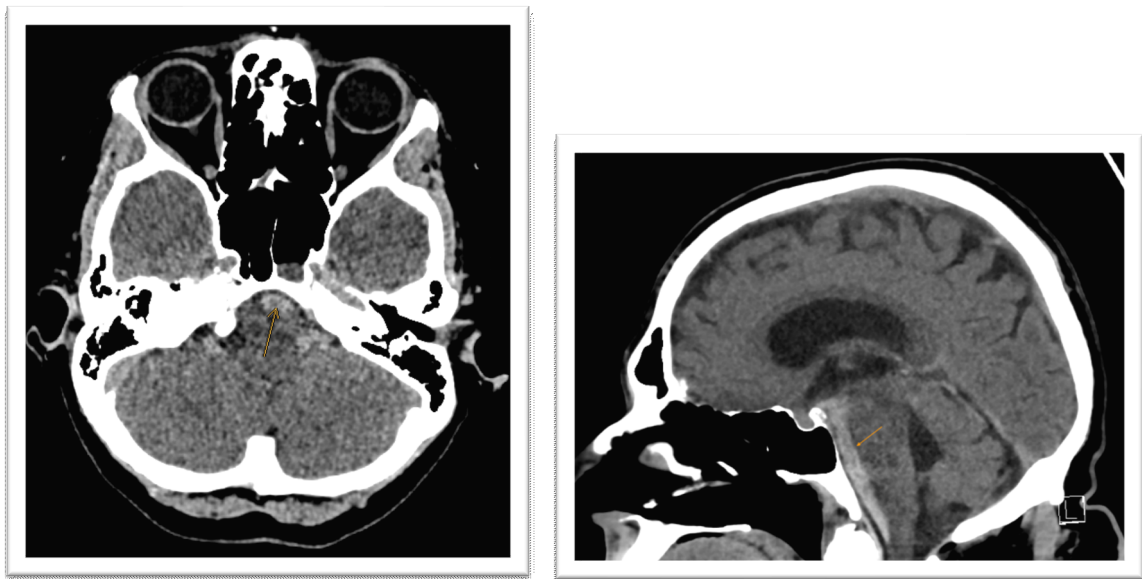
craniale Computertomographie einer perimesenzephalen Subarachnoidalblutung mit typischen Blutungsmuster (mittels orangener Pfeile gekennzeichnet). Links ein axiales Schnittbild und rechts eine sagittale Aufnahme ⁽¹³⁾
